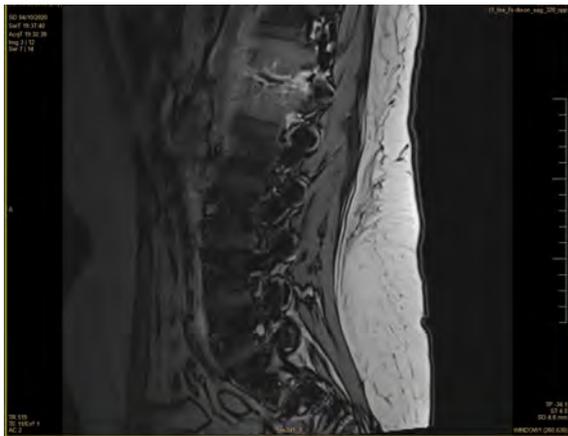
RMN que muestra lesión en D12-L1.
